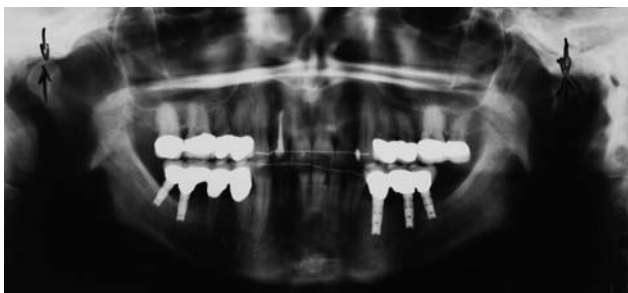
Panoramarröntgenbild im Jahr 2008: finale Situation.
